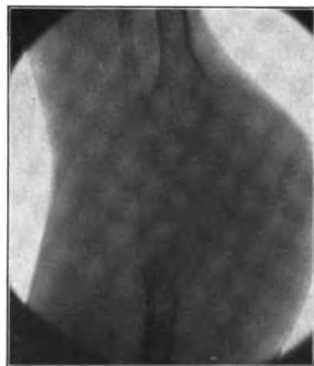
Röntgenbild desselben Falles wie in Fig. 26 nach Geradrichtung durch Osteotomie kurze Zeit nach der Operation.
